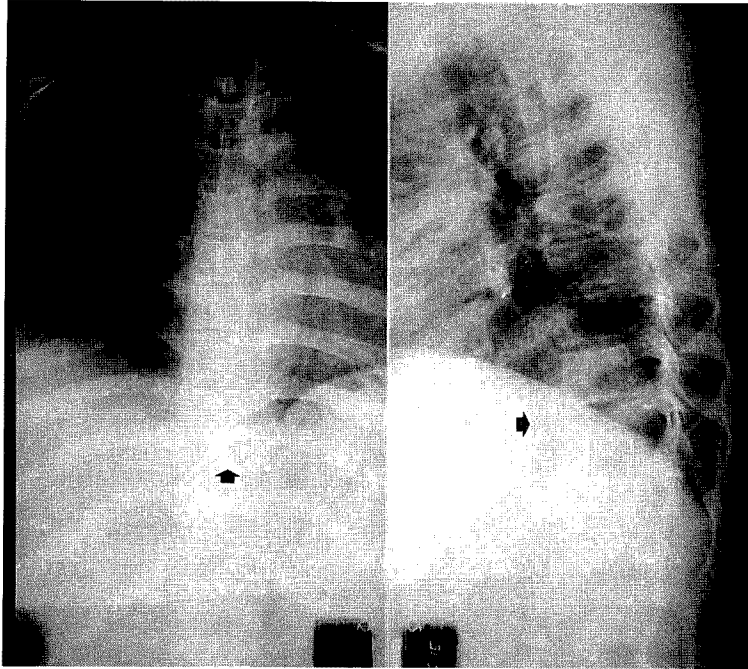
(case 4). Plain film shows collapse of the T10 vertebral body and the increased dorsal kyphotic angle.
